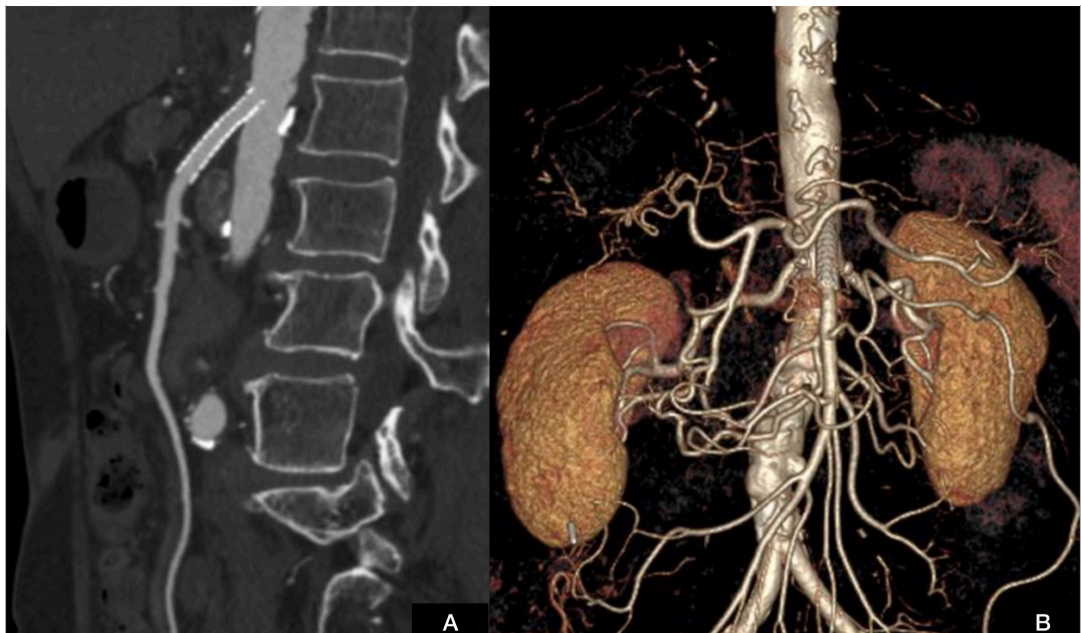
(A) Angiotomografia de controle após 30 dias, com *stent* pérvio; e (B) angiotomografia de controle após 6 meses, com *stent* pérvio.
